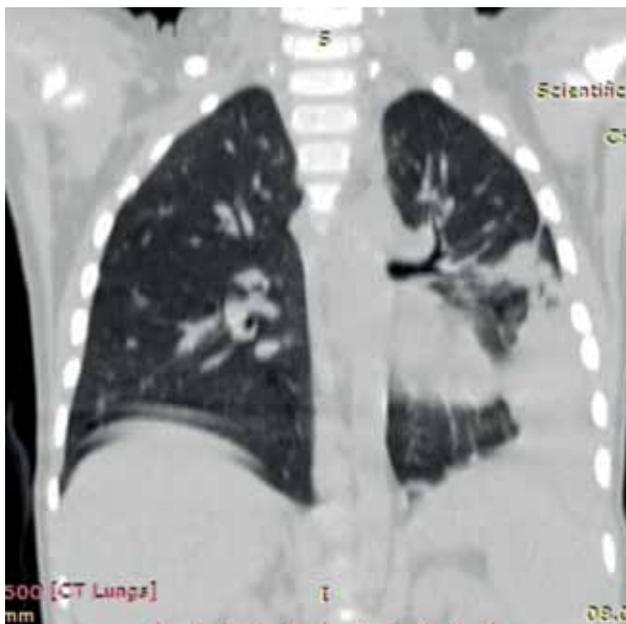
Снимок компьютерной томографии после 4 блоков химиотерапии: тень сердца расположена в левой половине грудной клетки; внутригрудные лимфоузлы не увеличены; свободной жидкости в плевральной полости справа нет, слева — в незначительном количестве.
